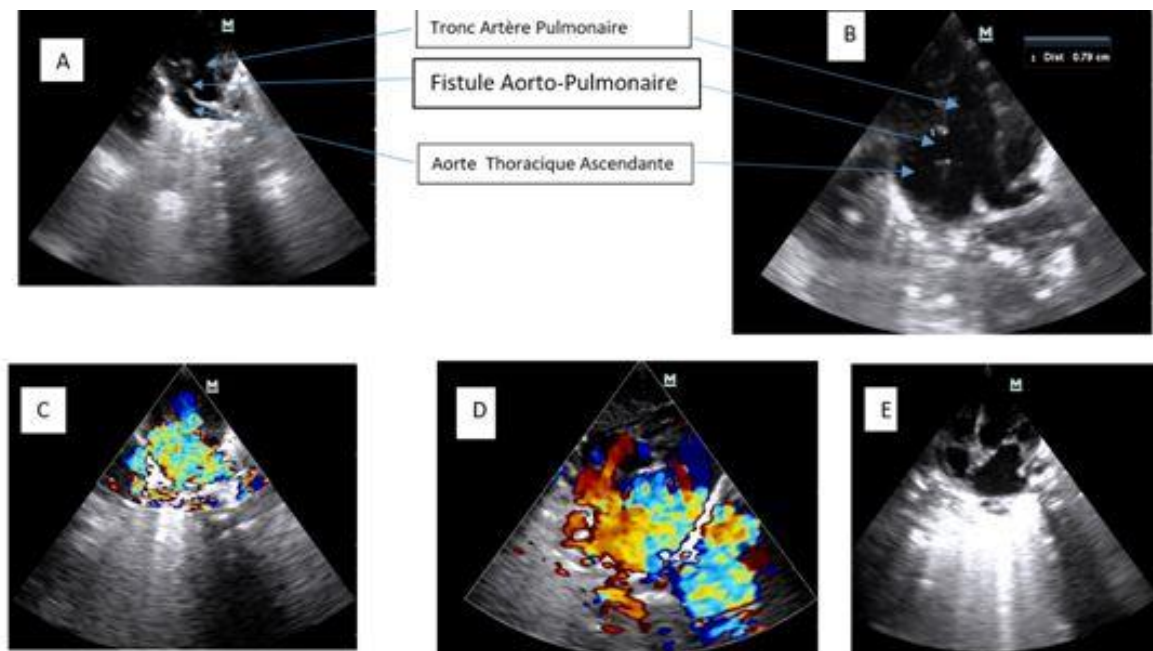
L'échocardiographie transthoracique Doppler de la Fistule aortopulmonaire : A et B (incidence parasternale petit axe en mode bidimensionnel) ; B (incidence parasternale petit axe en mode couleur) ; C (incidence sous costal en mode couleur) ; D (incidence apicale quatre cavités en mode bidimensionnel)
